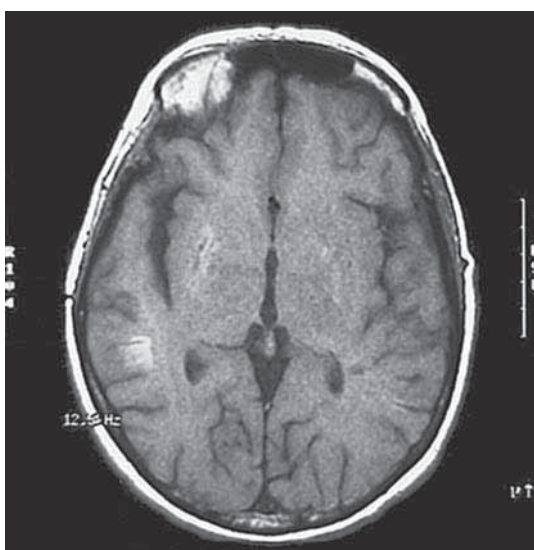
На МРТ-определяется:
